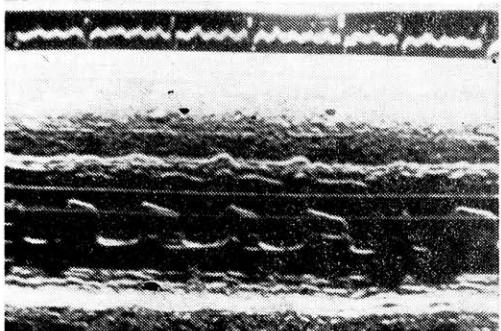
Эхокардиограмма больной З., 52 лет. II стандартная позиция. Митральный стеноz, мерцательная аритмия.
